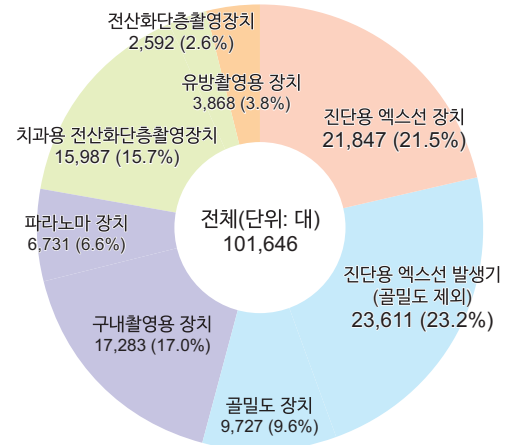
2022년도 진단용 방사선 발생장치 종별 분포
